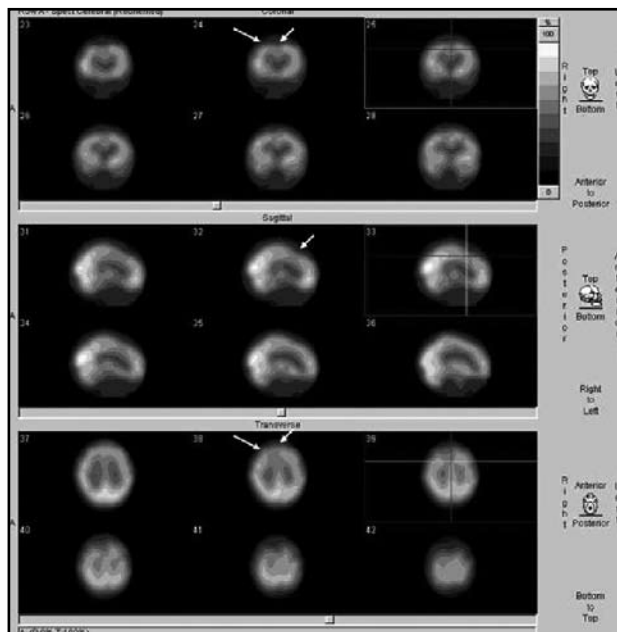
SPECT de perfusión cerebral con Tc^{99m} ECD en paciente de sexo femenino, 45 años, derivada para estudio con diagnóstico de depresión, hace 3 meses en tratamiento. Se observa hipoperfusión relativamente difusa en regiones corticales anteriores con franca menor actividad frontal bilateral simétrica y temporal algo mayor a izquierda (flechas), concordante con diagnóstico de referencia.
